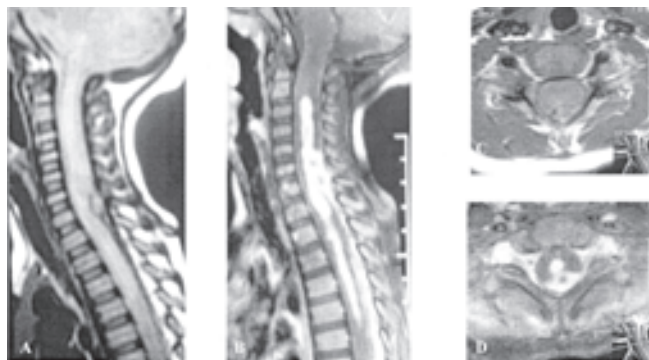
RM columna cervical, simple y con gadolinio, sagital (A y B) y axial (C y D). Lesión irregular hiperintensa por la aplicación de gadolinio espinal intradural-intramedular.
